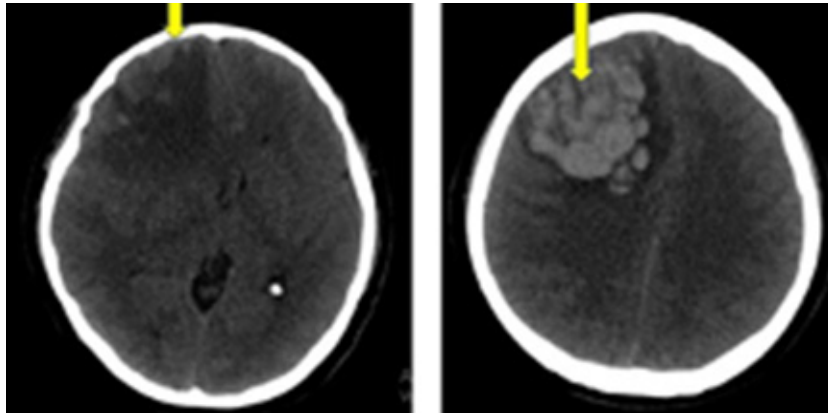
Tomografía de encéfalo sin contraste – 25 de marzo de 2025: hemorragia intracerebral extensa con desvío de la línea media, colapso del ventrículo lateral derecho sin respetar el territorio vascular arterial
